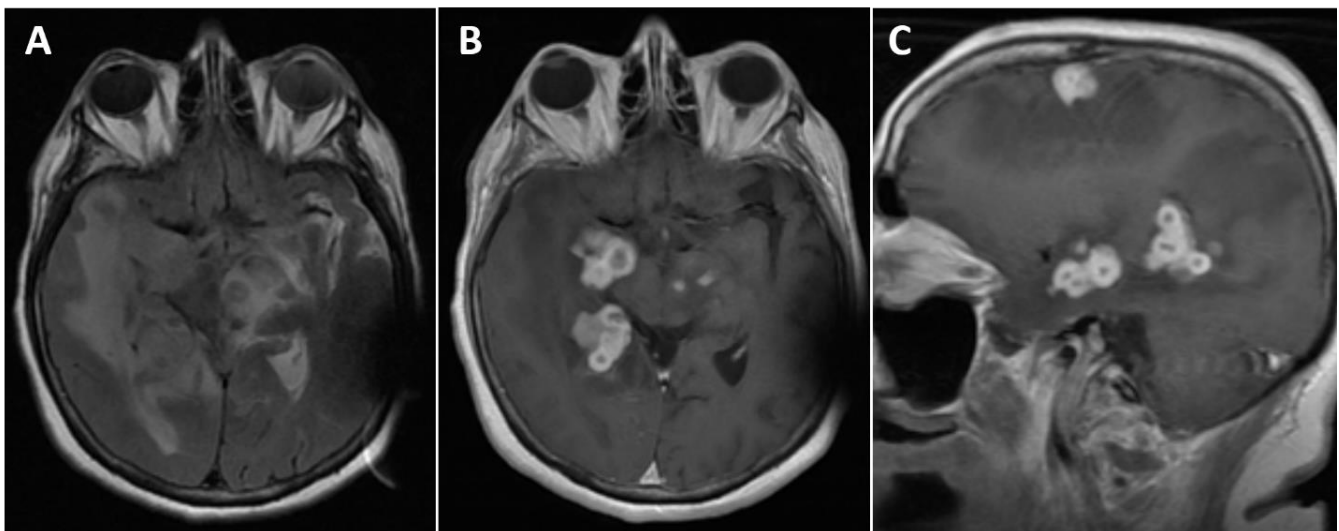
RMN cerebral: Secuencia T2-FLAIR (A) muestra un edema vasogénico severo, asociado con las lesiones. Las imágenes T1 con contraste en el plano axial (B) y sagital (C) demuestran lesiones de realce anular en el lóbulo temporal derecho medial, así como en la parte izquierda del mesencéfalo y el lóbulo frontal derecho.
